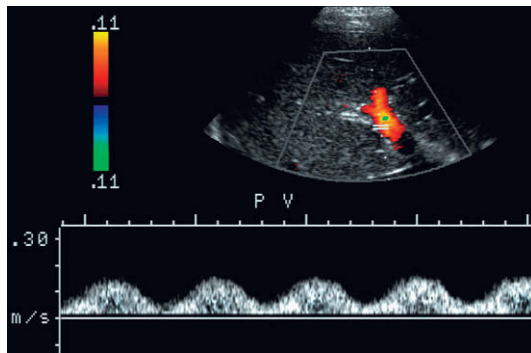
Espectro Doppler en un paciente con cirrosis alcohólica grave. El flujo en la vena porta permanece hepatópeto continuamente, pero el perfil ha desarrollado una marcada periodicidad hasta un punto en el que el flujo anterógrado casi cesa. Esto coincide con la sístole arterial.
